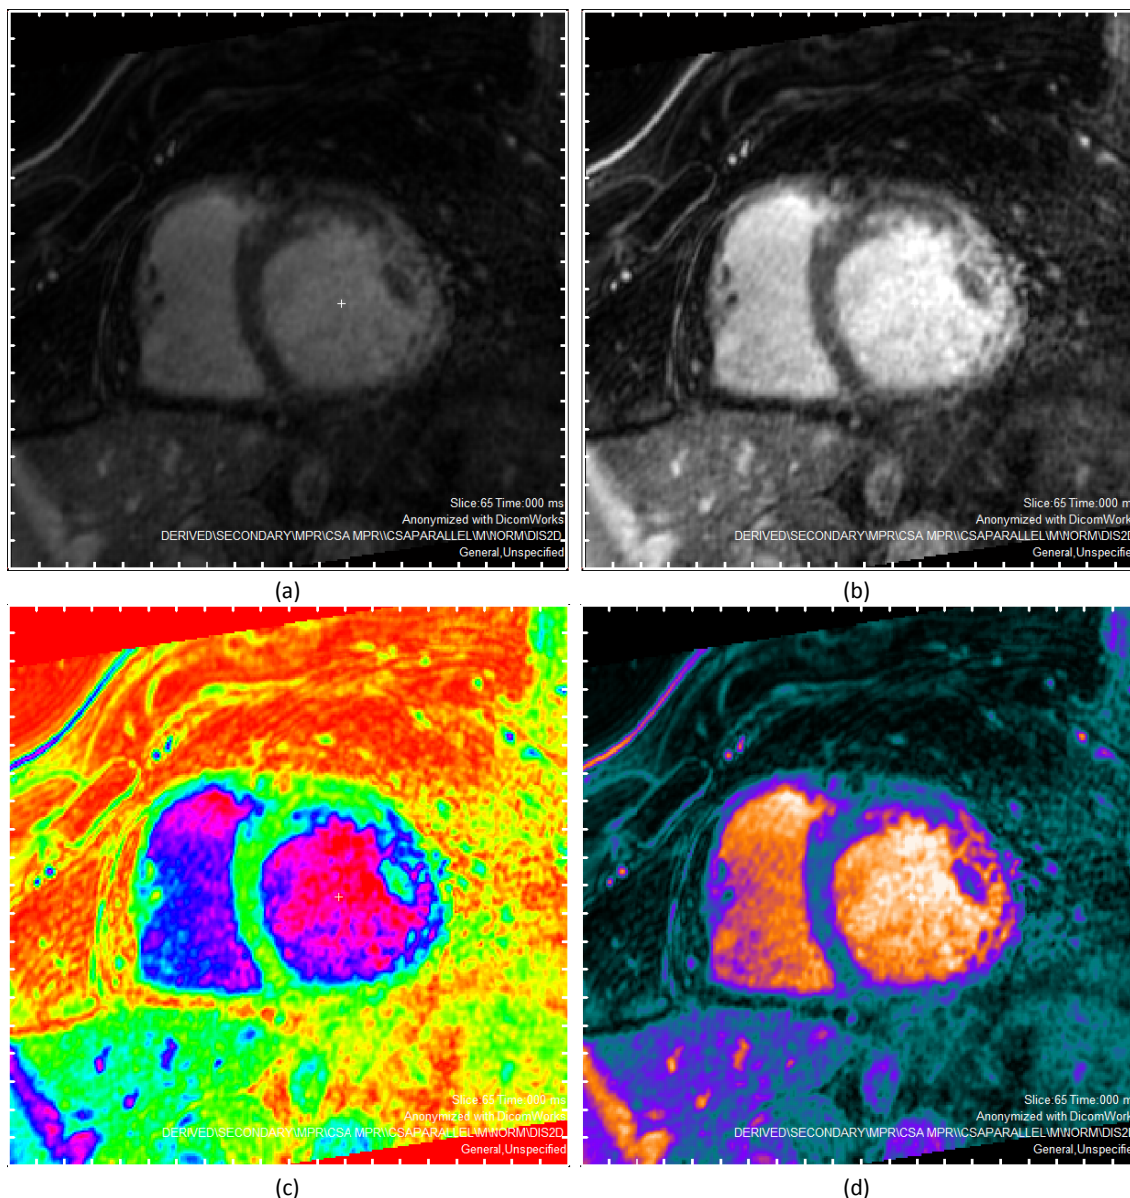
Visualización en *Segment* del corte 65 de la DE-MRI después de haber sido recortado. (a) Imagen antes de la optimización del contraste. (b) Imagen con el contraste ya optimizado. (c) Imagen representada con la paleta de colores HSV. (d) Imagen representada con la paleta de colores SPECT
